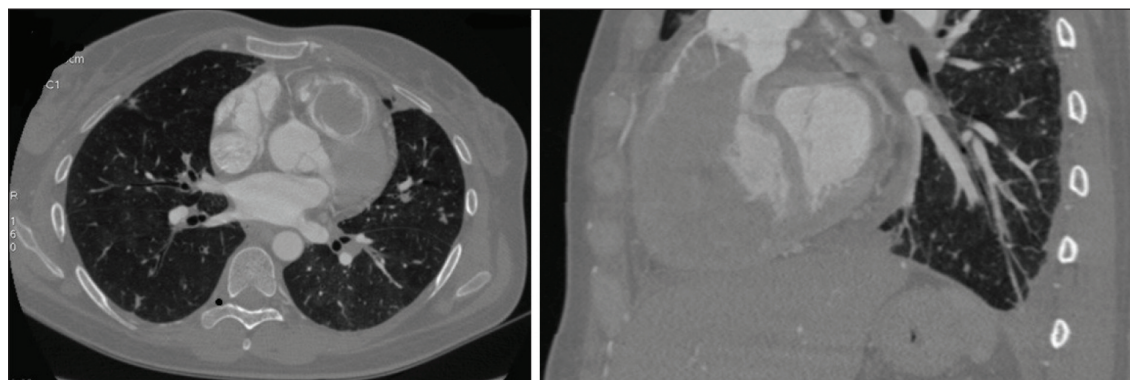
КТ органов грудной клетки. Массивный тромбоз правого желудочка, с компрессией его выводного тракта с признаками тромбоэмболии ветвей легочной артерии
